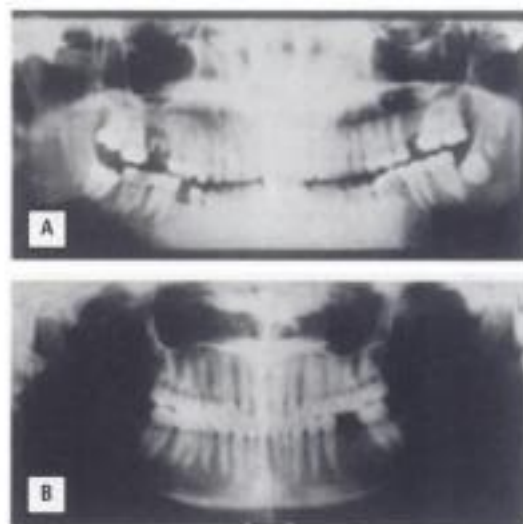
Radiografía Panorex. A) Imagen central duplicada.
